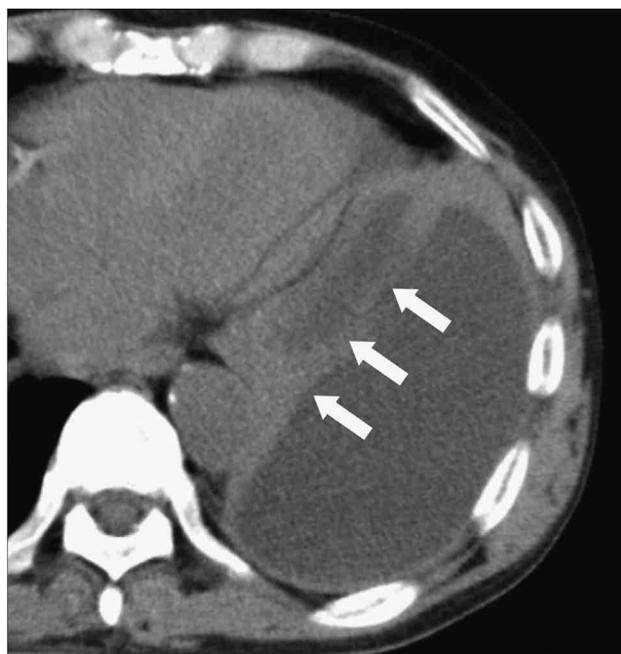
術前胸部CT検査：左下葉は圧排され虚脱 (矢印) し、横隔膜上には胸膜肥厚を伴う、多房性の胸水を認めた。
